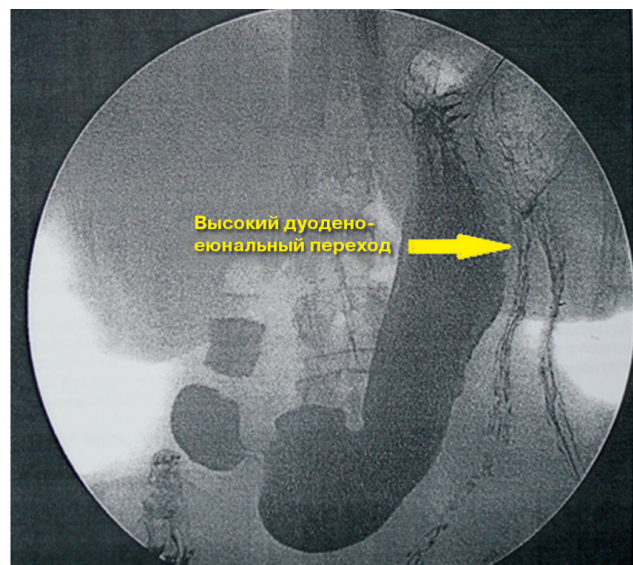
Та же пациентка. Рентгеноскопия желудка. Определяется сглаженность слизистой оболочки, увеличенный «носковидный» желудок
